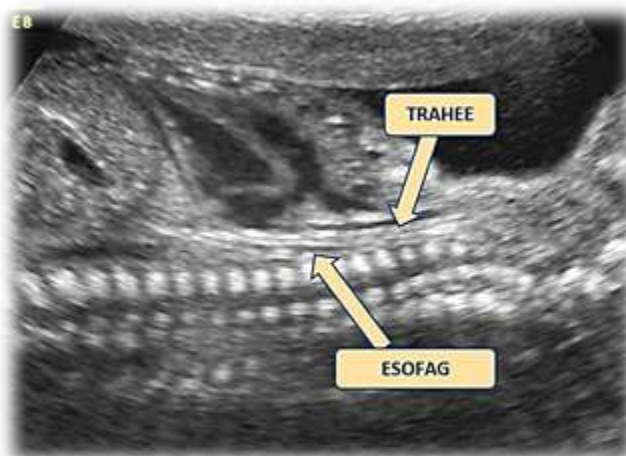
3. Vizualizarea ecografică a esofagului și a traheei la 22 săptămâni și 2 zile (arhivă personală)
